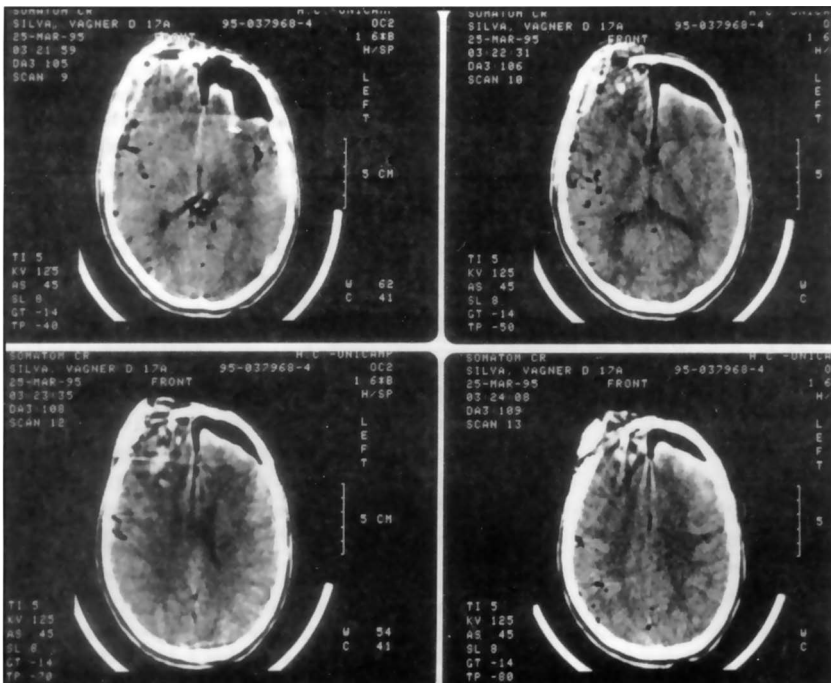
Caso 1. TC. Edema cerebral difuso; fratura da calota craniana.
